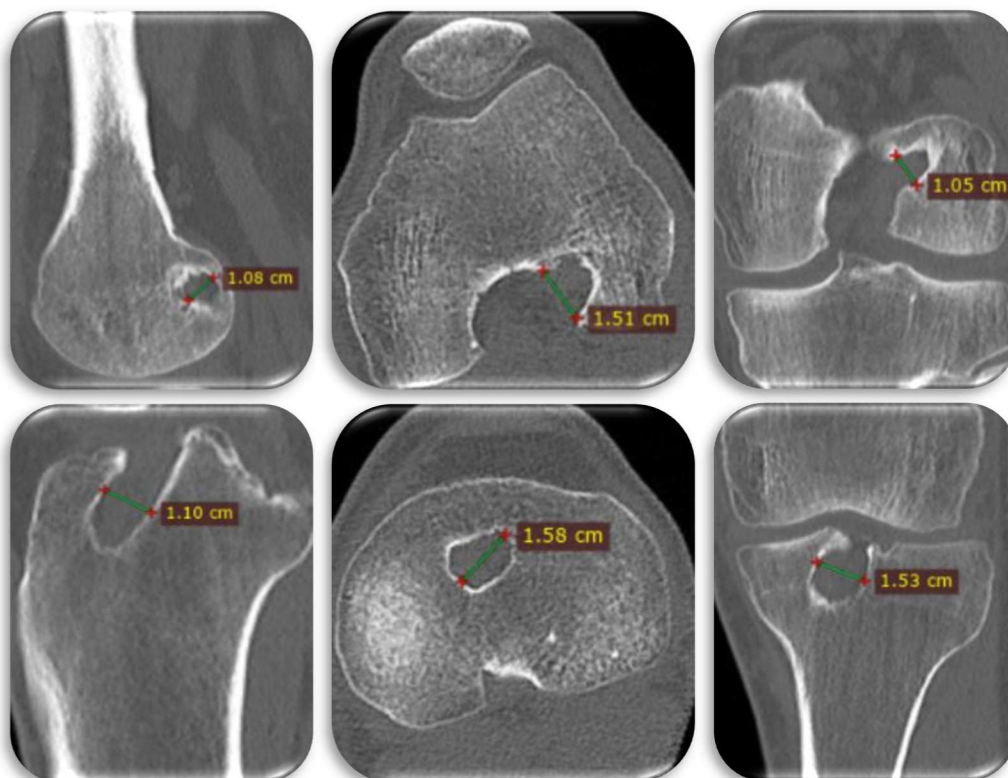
Bohrkanaalerweiterung in Femur und Tibia in einer CT-Untersuchung
